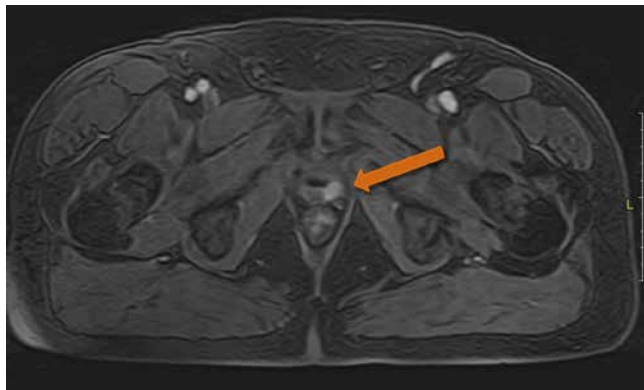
Мультипараметрическая магнитно-резонансная томография, динамическое контрастное усиление, 97-я секунда. В зоне цистуретрального анастомоза, в задних отделах слева, визуализируется очаг измененного магнитно-резонансного сигнала с ранним активным накоплением контрастного вещества, размером $12 \times 7 \times 17$ мм (стрелка)
